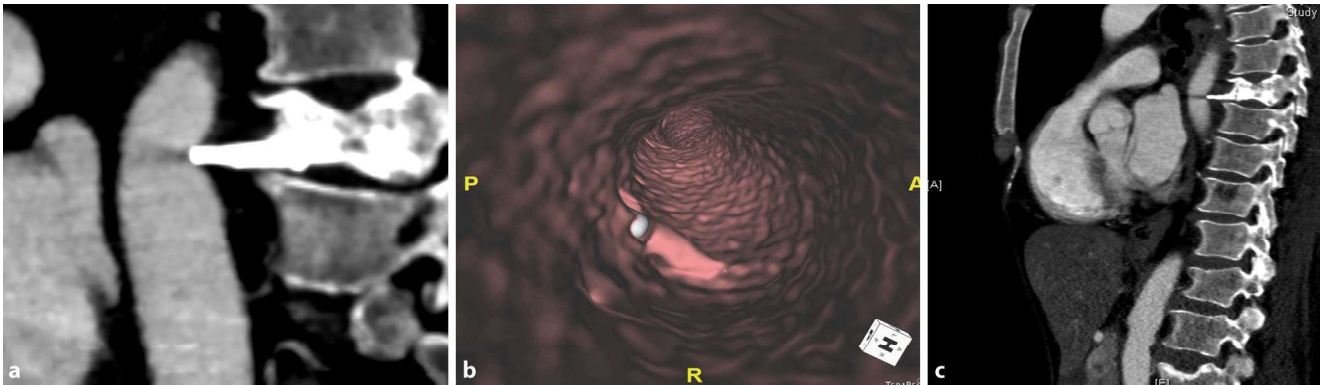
▲ a Die multiplanare Rekonstruktion einer Computertomographie zeigt die enge Lagebeziehung des Zementsporns zur A. thoracica descendens auf Höhe Brustwirbelkörper 8. b Die Fly-through-Rekonstruktion verdeutlicht die Kontaktstelle zwischen Zementsporn (weißes Areal) und Aorta. c Sagittale Rekonstruktion
